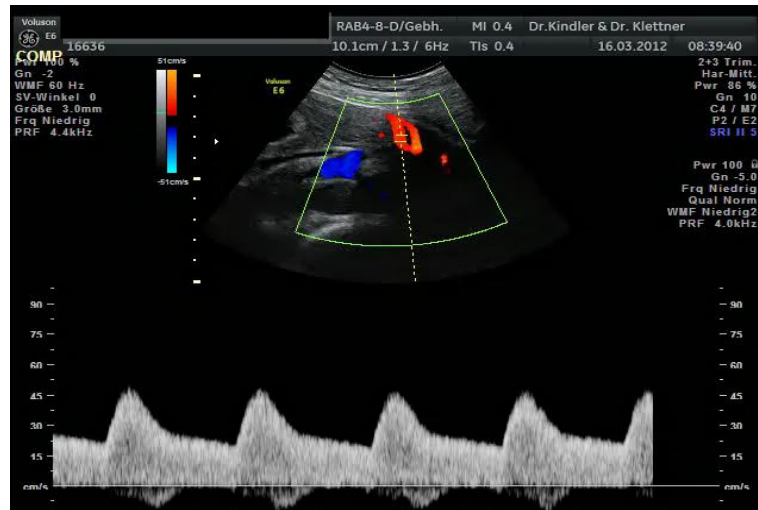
normales Dopplersonogramm der A.uterina im dritten Trimenon
